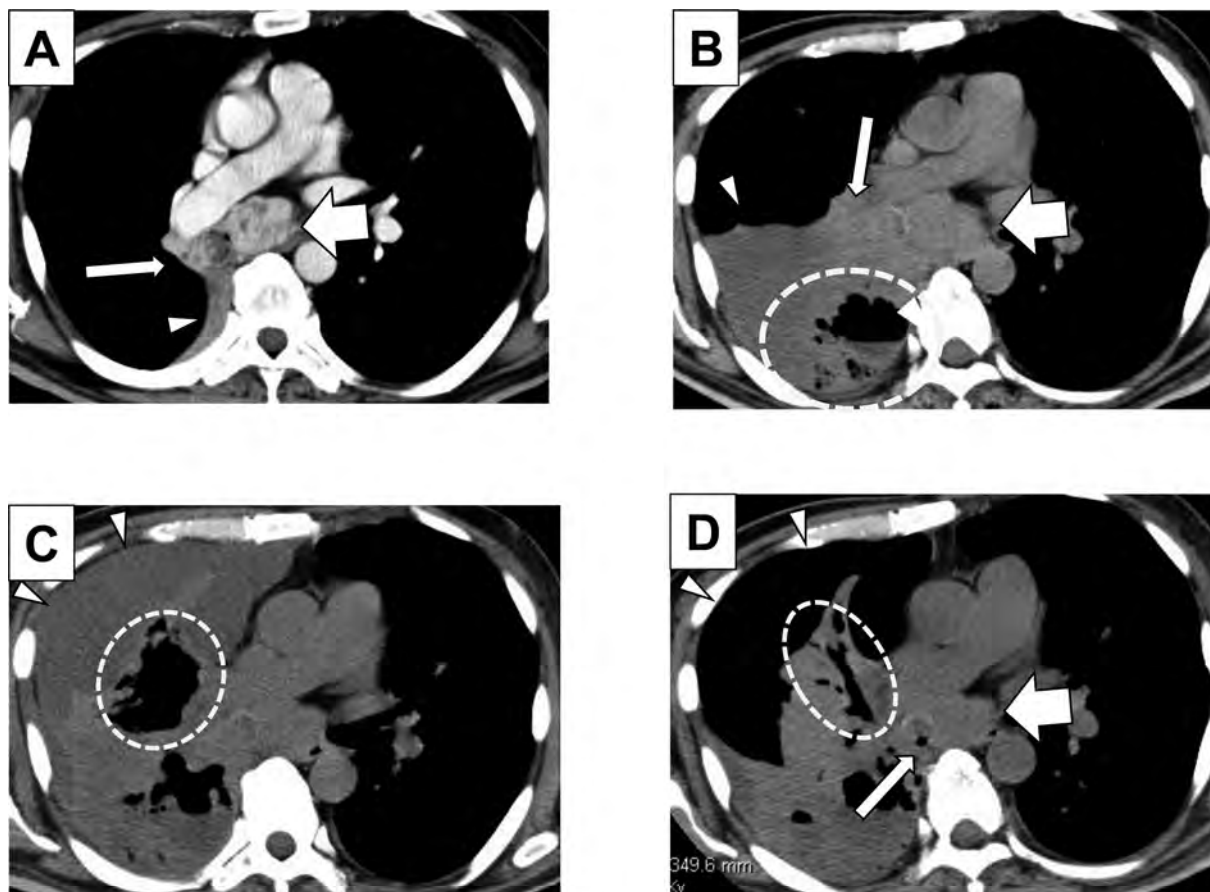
Time course of the treatment as shown by computed tomography imaging. (A) Baseline image of the lesions shows mediastinal lymph node metastasis (thick arrow) and endobronchial metastasis (thin arrow) that caused atelectasis of the lower lobe of the right lung (arrowhead). (B) The mediastinal lymph node (thick arrow) and endobronchial metastasis (thin arrow) were enlarged after two courses of ipilimumab/nivolumab combination therapy. Enlargement of the endobronchial metastasis caused atelectasis of the middle lobe of the right lung (arrowhead). A lung abscess in the lower lobe of the right lung is indicated by the dashed circle. (C) Six days after initiation of axitinib. The lung abscess spread to the middle lobe of the right lung (dashed circle) and perforated the right pleural cavity (arrowheads), which resulted in the formation of pleural empyema with fistula. (D) Ten days after initiation of axitinib. Shrinkage of the right endobronchial metastasis (thin arrow) and mediastinal lymph node metastasis (thick arrow) resulted in opening of the middle lobe bronchus (dashed circle), which caused pneumothorax to develop in the right pleural cavity (arrowheads).
